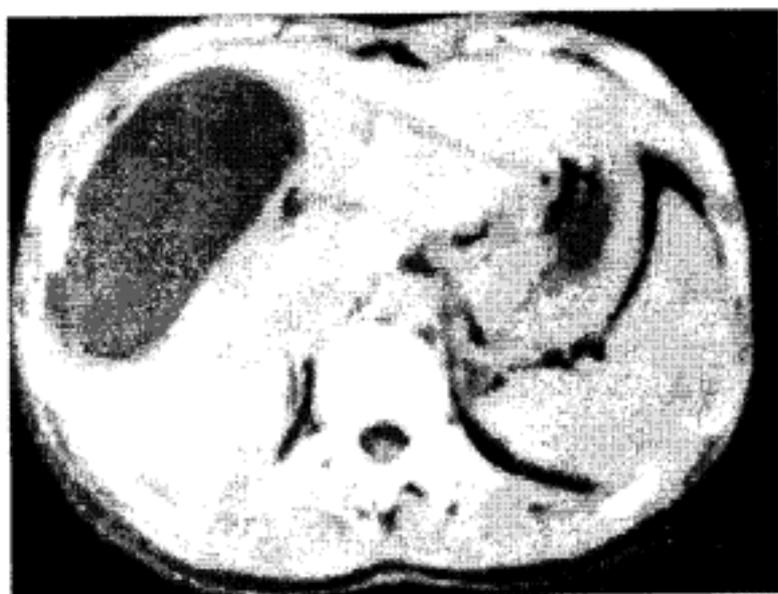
Ехінококова кіста в ділянці правої і квадратної часток печінки з потовщенням і частковим звапненням стінки по зовнішньому контуру. Комп'ютерна томограма (за Ф.І. Тодуа і співавт.).
